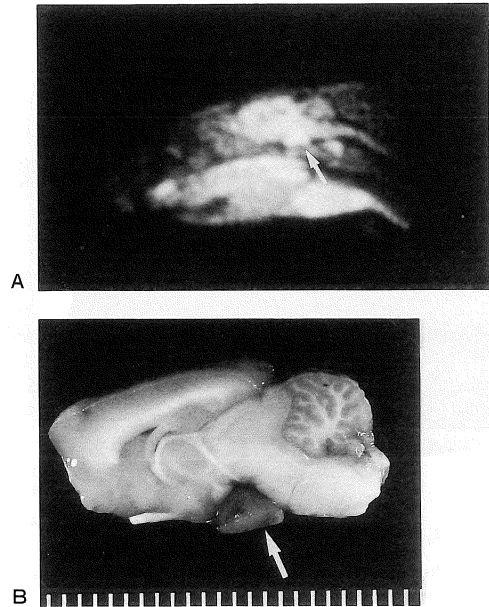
投与14週, 46mgのラット下垂体 (過形成)。A : MRI, IR 像 B : 摘出脳の正中矢状断面, 矢印: 下垂体
